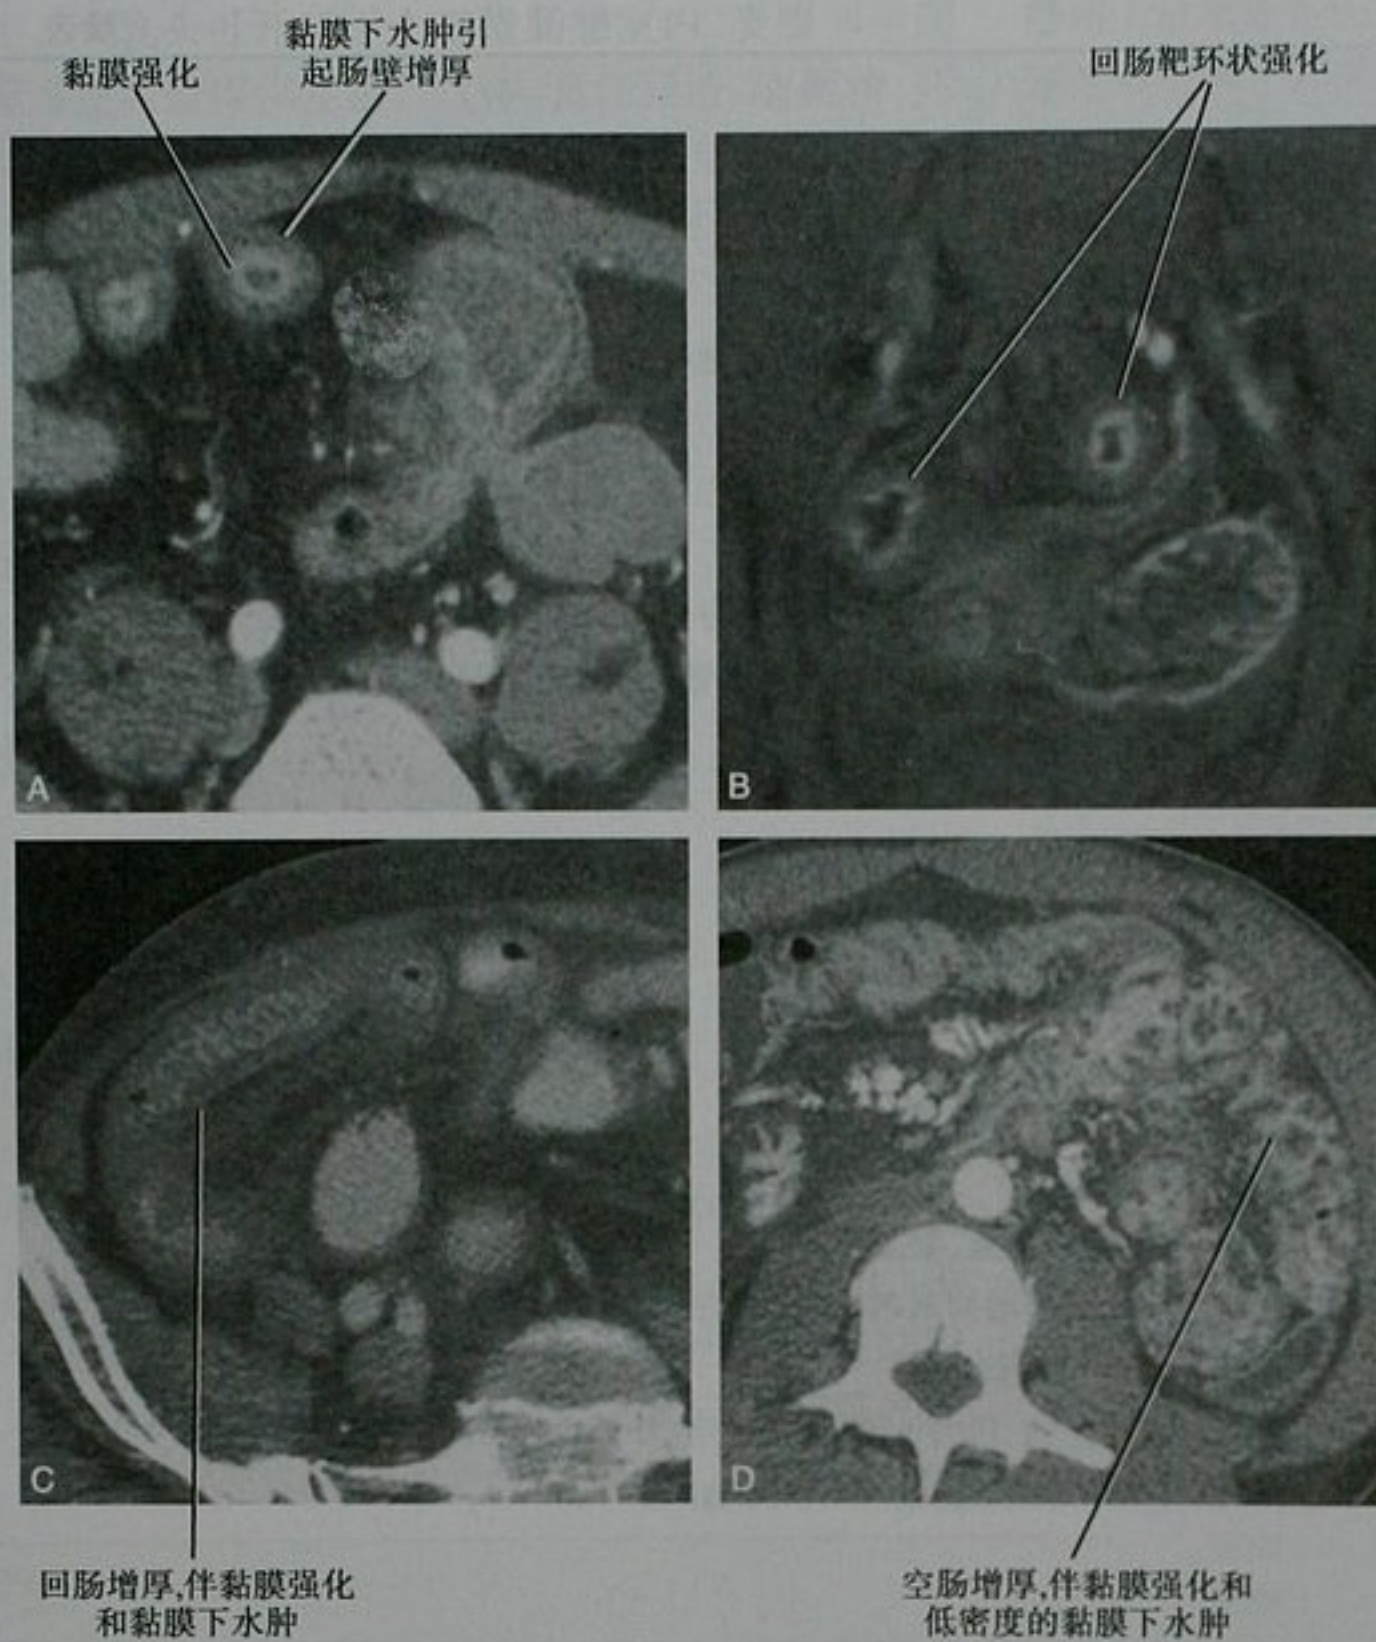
小肠黏膜下水肿的 CT 和 MRI。A. 克罗恩病, CT 显示靶环状强化; B. 另一位克罗恩患者, MRI 脂肪抑制 T1WI 增强也显示靶环状强化; C. 大肠埃希菌回肠炎, CT 显示黏膜强化; D. 小肠血管性水肿的年轻女性患者, CT 增强扫描
